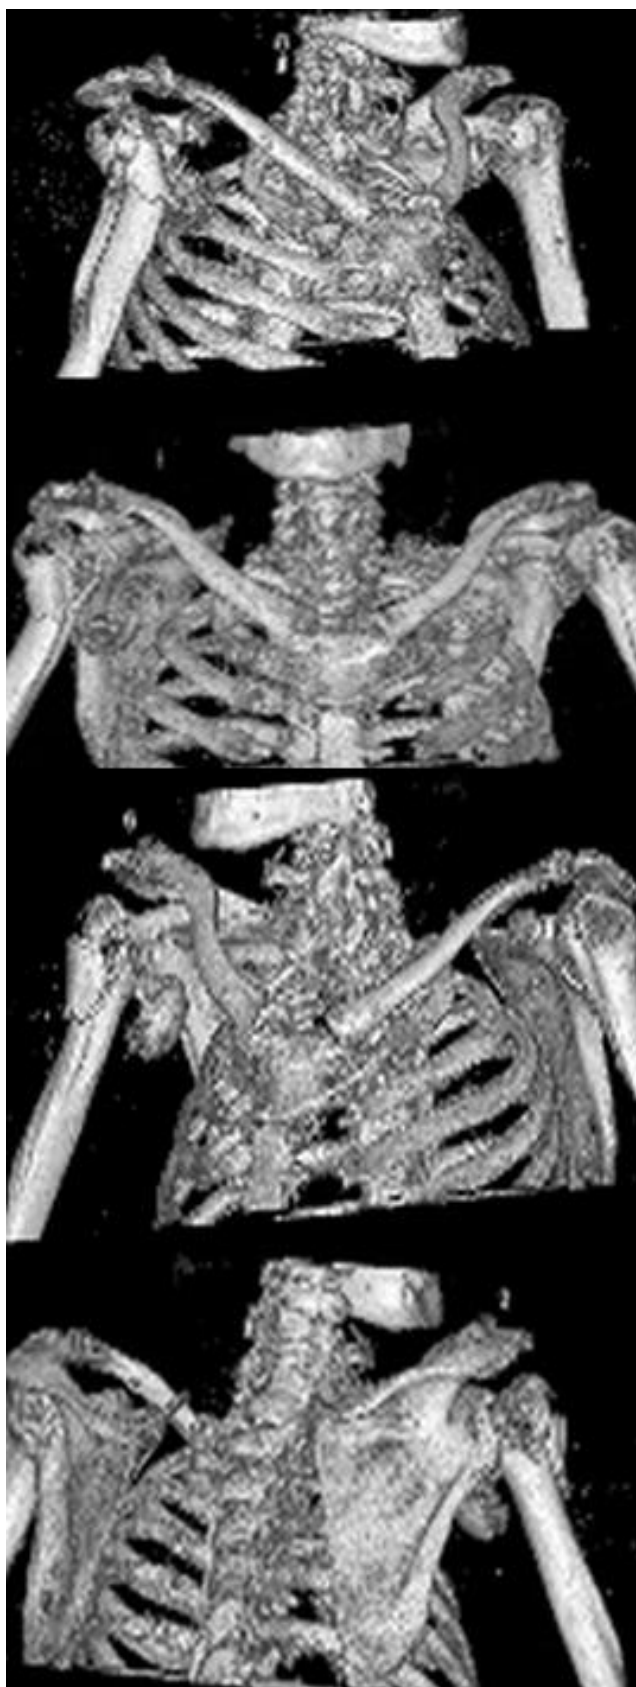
Reconstrucții 3D ale tomografiei computerizate evidențiind fractura luxație a humerusului proximal
